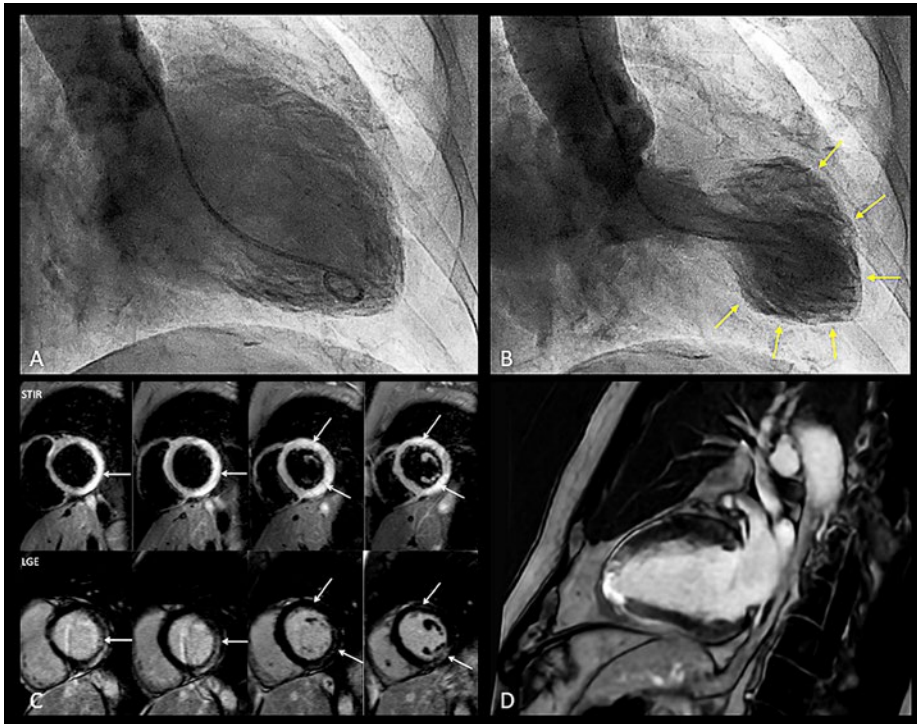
A und B) Invasive Ventrikulographie mit Nachweis eines systolischen «apical ballooning» (gelbe Pfeile) bei klassischem Takotsubo-Syndrom. C) Magnetresonanztomogramm-(MRT)-, Kurzachsenschnitte einer akuten Myokarditis in den lateralen myokardialen Segmenten (weisse Pfeile) bei Nachweis von Ödem in den T2-gewichteten Aufnahmen (Short-Tau-Inversion-Recovery-Sequenz [STIR]) sowie nichtischämisch bedingtem, «midwall» und subepikardial gelegenen «late gadolinium enhancement» (LGE) in den T1-gewichteten Aufnahmen (Phase-Sensitive-Inversion-Recovery-Sequenz [PSIR]). D) MRT-Zweikammerschnitt mit ischämisch bedingtem, transmurem LGE in den apikalen myokardialen Segmenten bei Myokardinfarkt.
